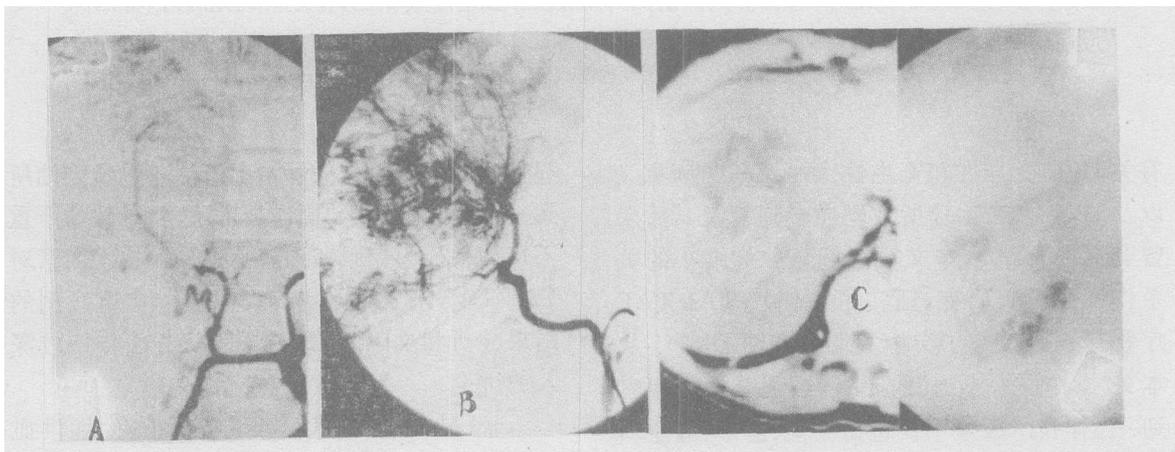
男,66 岁。术前 CA 和 SMA DSA(A,B)示具有丰富肿瘤血管之肝右叶 HCC 主要由发自 SMA 之副右肝脉供血,但导管先端未能超选深入该动脉;术前 CT 增强(C,左)示肝右叶巨块型 HCC 瘤灶内大片强化区,第 3 疗次后之右上腹平片(C,右)仅见少量碘油滞积于瘤灶之上述强化区内。存活 8 个月。
